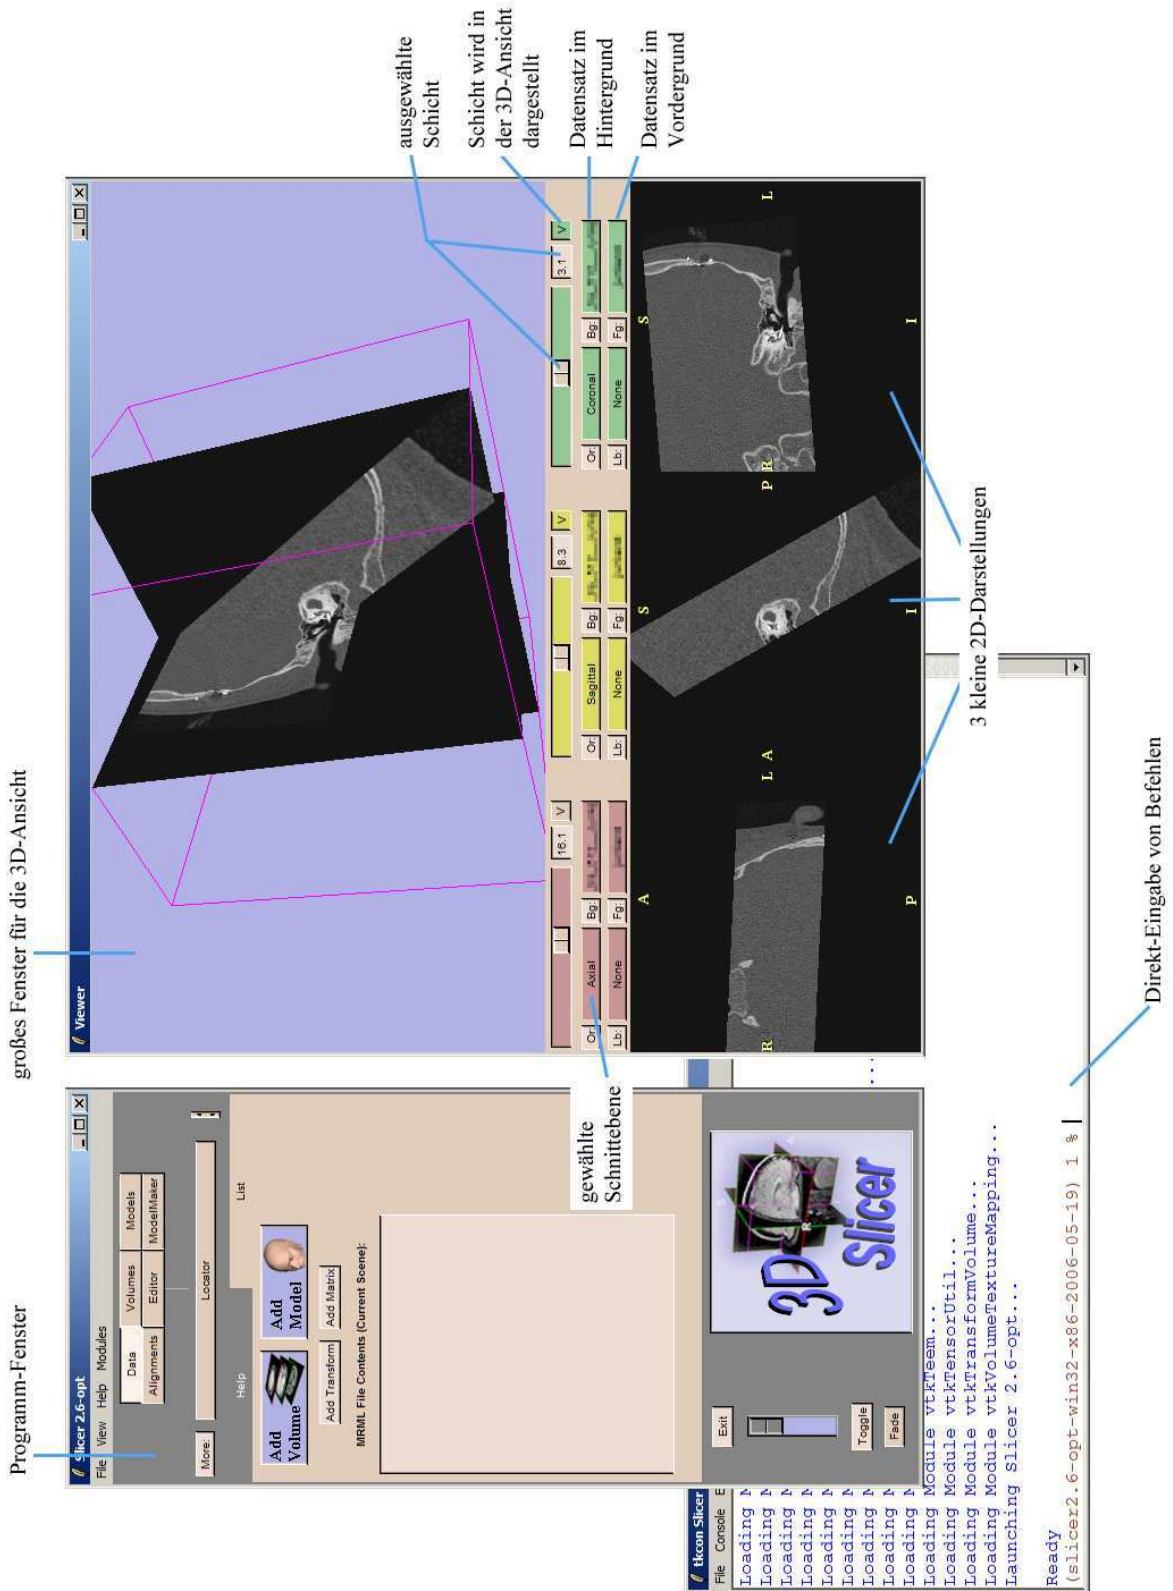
Der 3D-Slicer mit geladenem MRT* und CT eines Patienten. Im großen Fenster des Viewers sind der sagittale und coronare Schnitt des CTs dargestellt.
